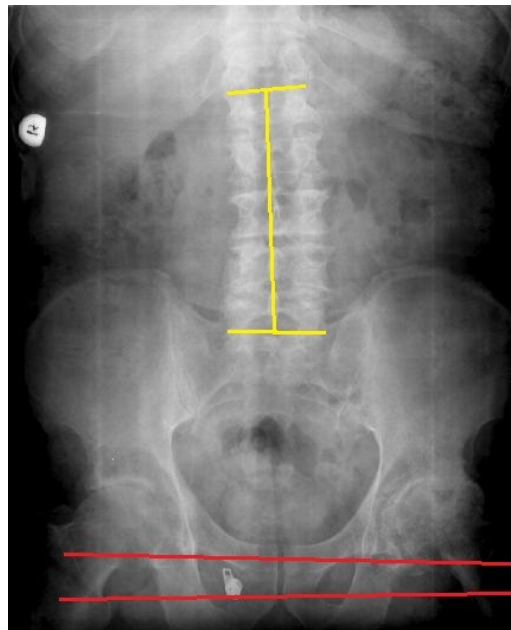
Рентгенограмма комплекса «тазобедренные суставы – таз – позвоночник» больного П., 72 лет, с коксо-verteбральным синдромом на фоне двустороннего диспластического коксартроза. Представлена методика расчета параметров перекоса таза (PO) и сколиотической деформации (CA).
